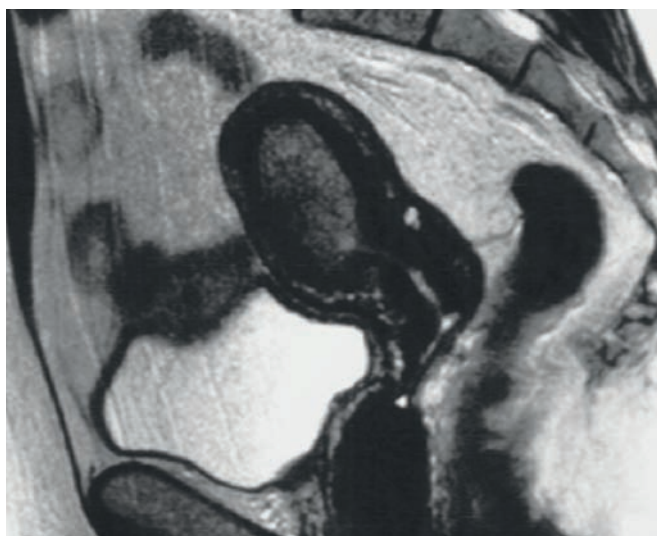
IRM révélant un cancer de l'endomètre.
